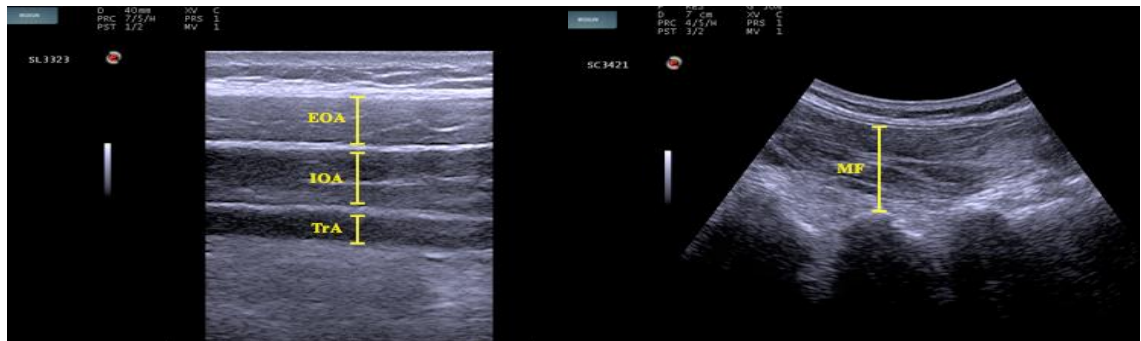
The ultrasonography of EOA, IOA, TrA, and MF in trunk muscles.
